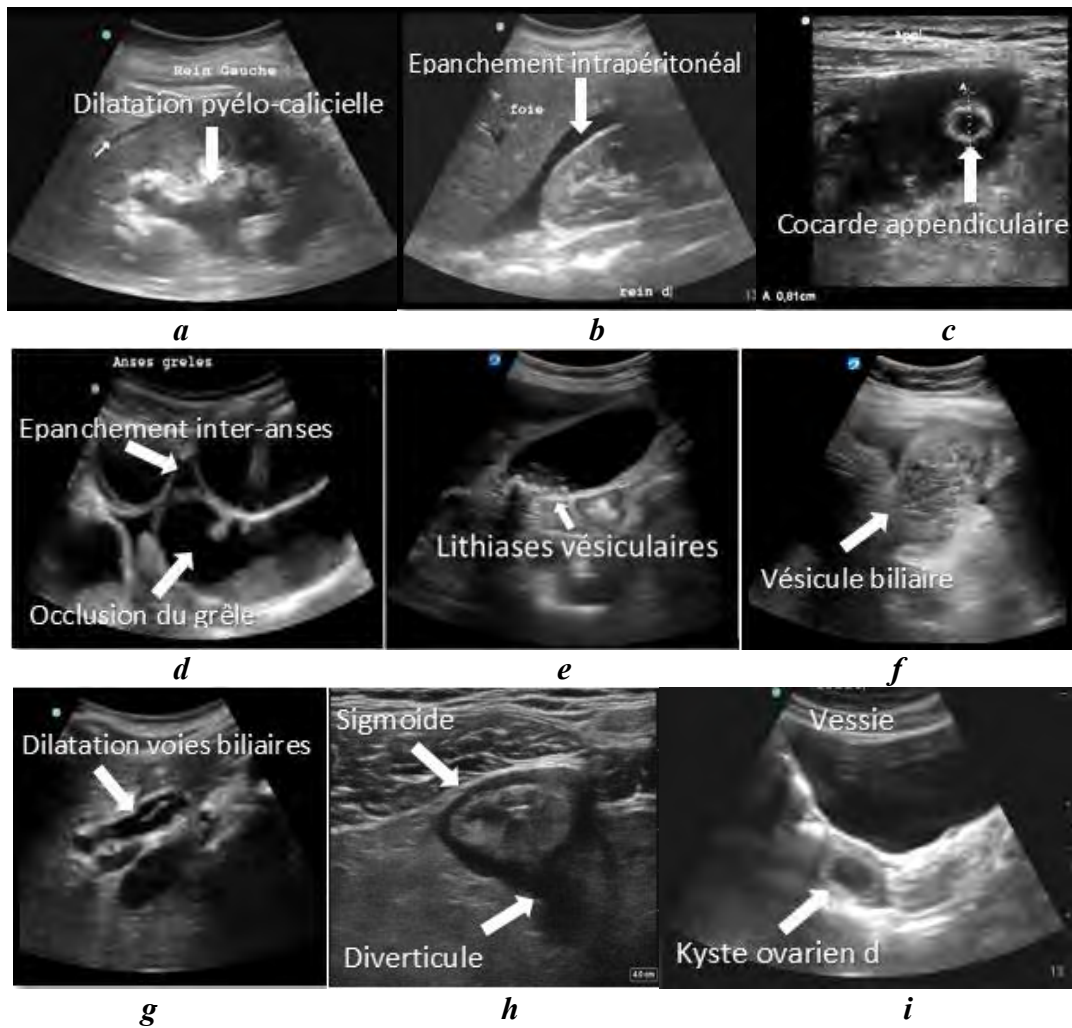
Quelques images échographiques anormales : a) dilatation pyélocalicielle du rein gauche b) épanchement intrapéritonéal dans l'espace de Morrison c) appendicite en coupe transversale avec épanchement péri-appendiculaire d) aspect d'occlusion grêlique (élargissement des anses de plus de 2 cm, avec un contenu liquidien et éventuellement un épanchement inter-anses), e) lithiases vésiculaires f) contenu hétérogène de la vésicule biliaire évoquant un pyocholecyste g) dilatation des voies biliaires intra-hépatiques, h) épaississement circonférentiel de la paroi colique (aspect de pseudo rein) évoquant une inflammation ou une infection i) masse latéro-utérine à contenu liquidien anéchogène évoquant un kyste ovarien
